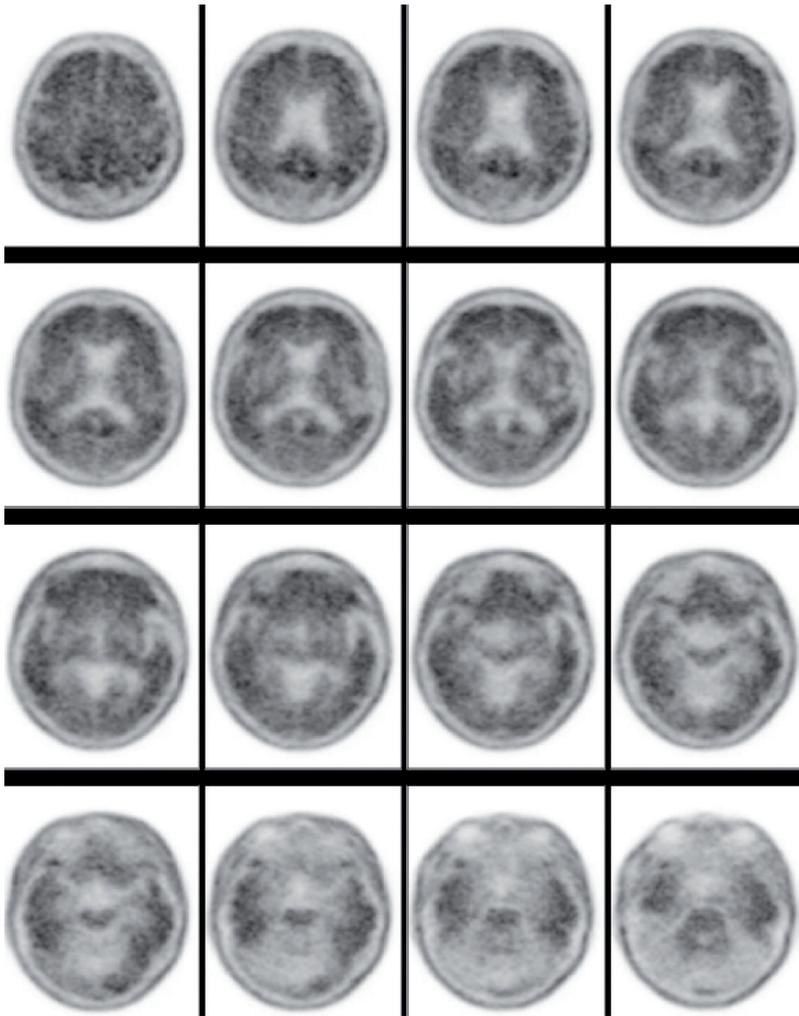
PET-amiloide con florbetapir positivo en paciente con enfermedad de Alzheimer.
